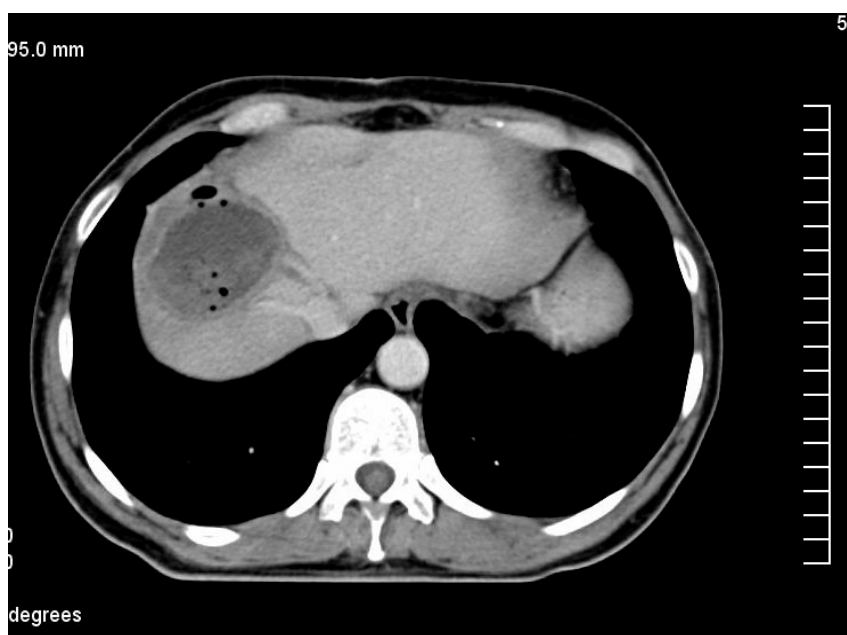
Local recurrence in large subphrenic tumor (arrows). CT scan 5 weeks after the procedure
